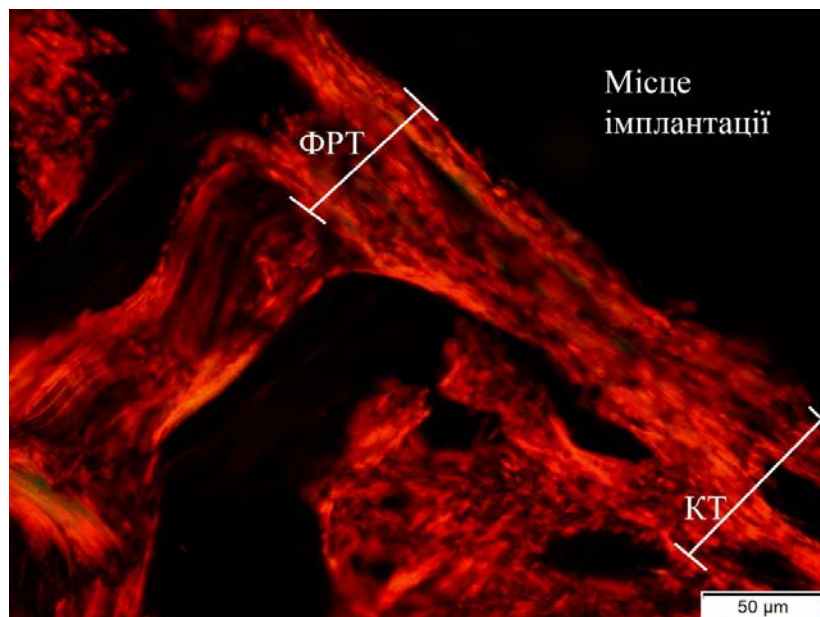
Фрагмент дистального метафіза стегнової кістки щура через 7 діб після імплантації зразка АСЗ-5. Пучки колагенових волокон із колагену І та ІІ типу в складі фіброретикулярної тканини (ФРТ) розташовані паралельно поверхні імплантата. Безпосередній контакт «новоутворена кістка (КТ) – імплантат». Пікросиріус червоний, поляризоване світло. Збільшення 200.
